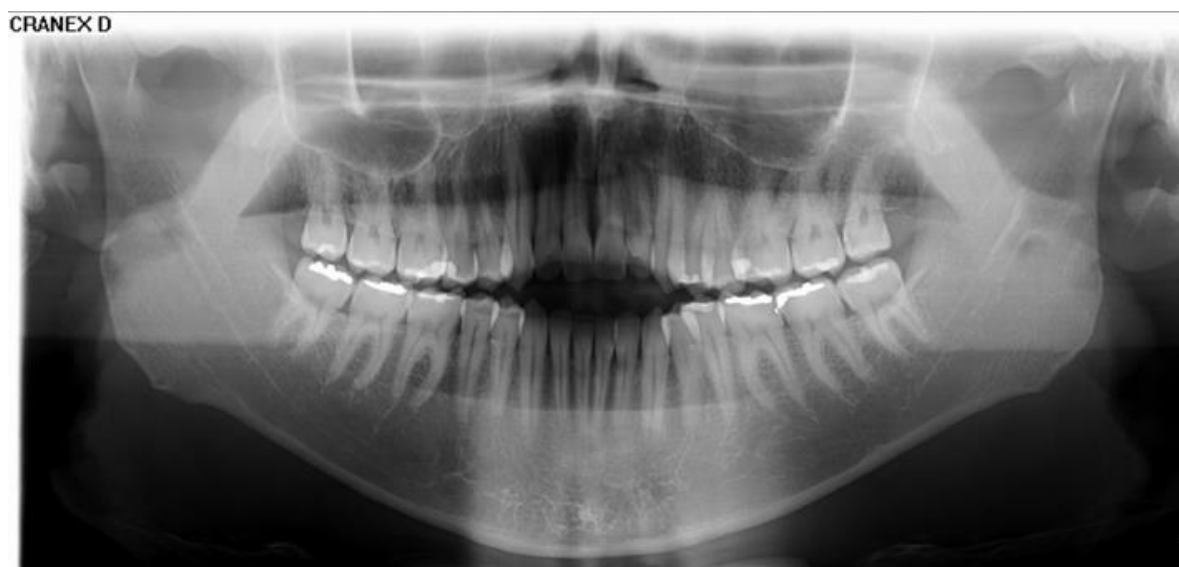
Radiografia Panorâmica dos maxilares inicial
